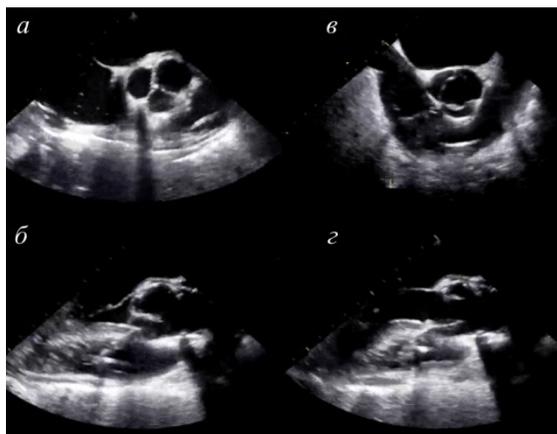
Эхокардиографические снимки после операции: а и б – показывают адекватную коаптацию створок; в и г – отображают открытие неостворки клапана
